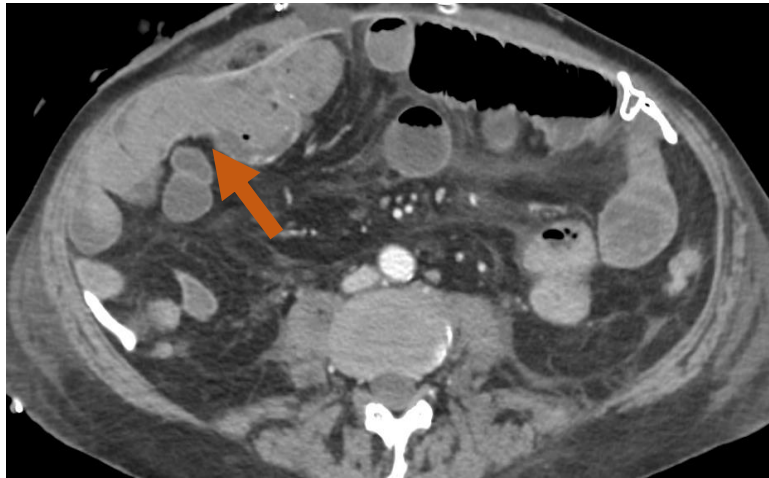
Paciente con hematoquecia. En el TC se identifican restos hemáticos en yeyuno e ileon, así como hiperrealce de estas asas.
